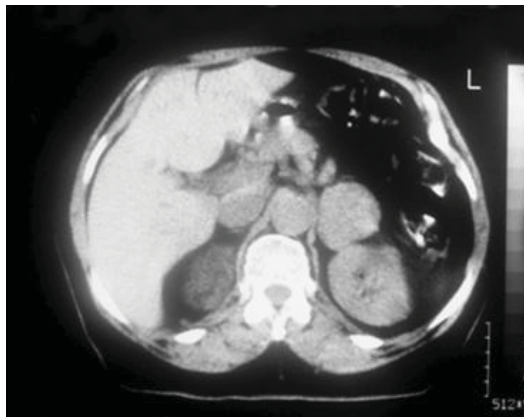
TDM abdominale après injection de produit de contraste: masse surrénalienne gauche se rehaussant par le produit de contraste.
